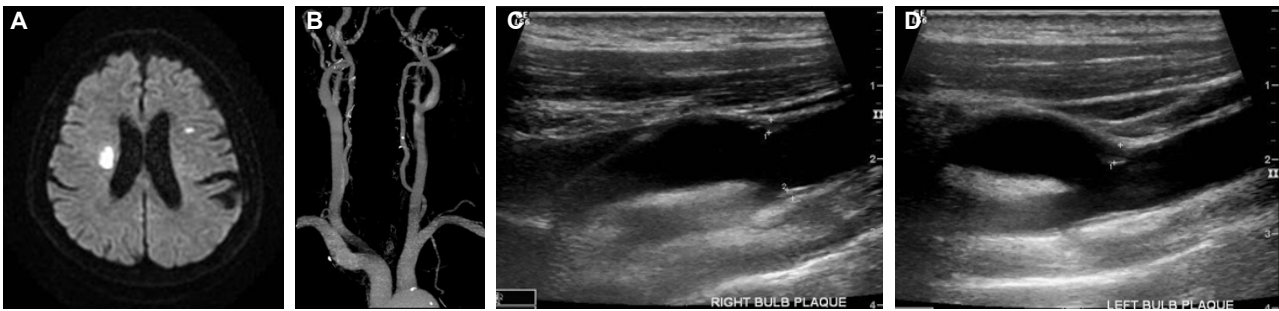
A 67-year-old man presented with left side weakness. Diffusion-weighted MRI (A) shows acute ischemic infarction on bilateral corona radiata. There is no significant arterial stenosis on CT angiography (B). Carotid duplex sonography reveals small ulcerative isoechoic plaque on right bulb (C) and isoechoic plaque on left bulb (D).
